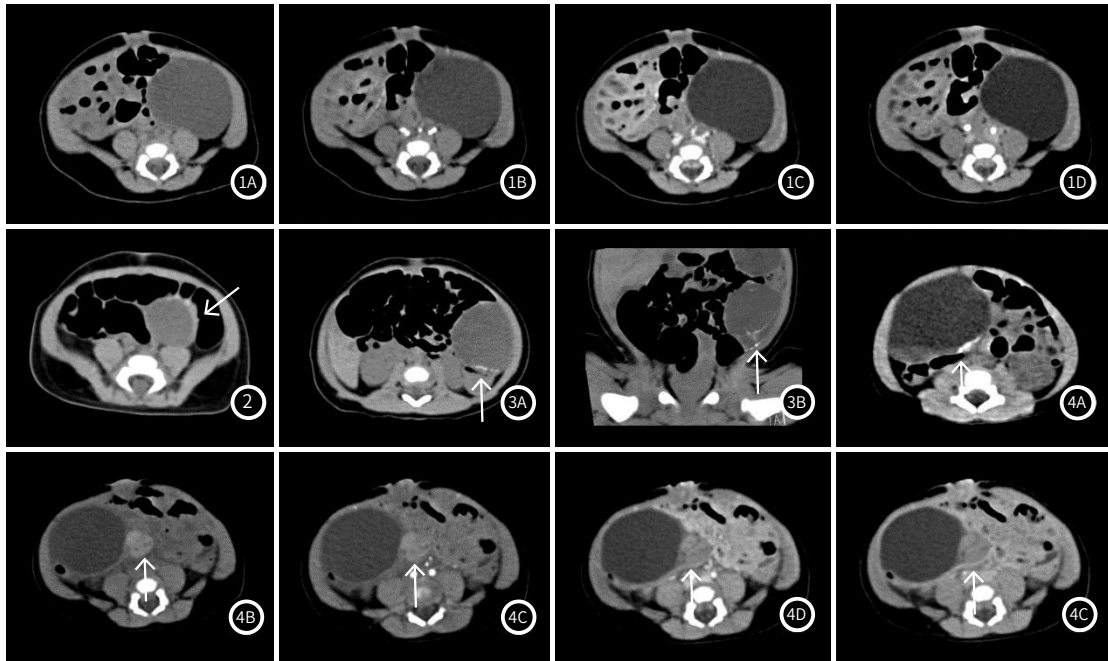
27天，左侧卵巢单纯囊肿。a) CT平扫示左腹部类圆形薄壁囊性肿块；b) 动脉期肿块示肿块无强化；c) 静脉期肿块示肿块无强化；d) 延迟期肿块示肿块无强化。图2 51天，左侧卵巢囊肿伴出血。CT平扫示左腹部类圆形囊性肿块，囊壁厚壁并见钙化(箭)。图3 2天，右侧卵巢伴蒂扭转。a) CT平扫示左腹部类圆形囊性肿块，囊壁见钙化(箭)；b) CT平扫冠状位图像示囊壁及分隔钙化(箭)。图4 11天，右侧卵巢囊肿伴蒂扭转。a) CT平扫示右腹部类圆形囊性肿块，囊液分层(背侧囊液呈稍高密度)及囊壁钙化(箭)；b) 平扫囊性肿块内缘见三角形高密度影(箭)；c) 动脉期三角形高密度影未见强化(箭)；d) 静脉期三角形高密度影未见强化(箭)；e) 延迟期三角形高密度影未见强化(箭)。
